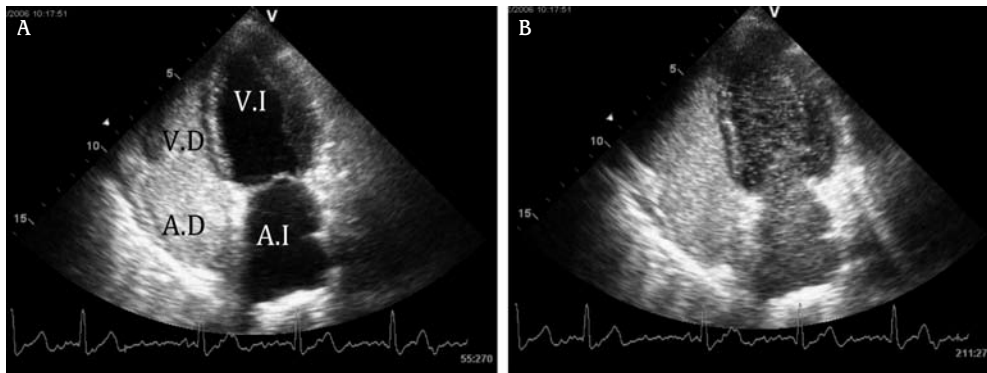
Ecocardiograma con test de salino en paciente con síndrome hepatopulmonar. A) Plano apical tras inyección de salino agitado. Inyección de suero salino agitado en fase precoz, cavidades izquierdas sin contraste. B) Fase tardía: opacificación de cavidades izquierdas. En condiciones normales las microburbujas no atraviesan el capilar pulmonar, sin embargo, se observan las cavidades izquierdas opacificadas, consecuencia del shunt intrapulmonar.
